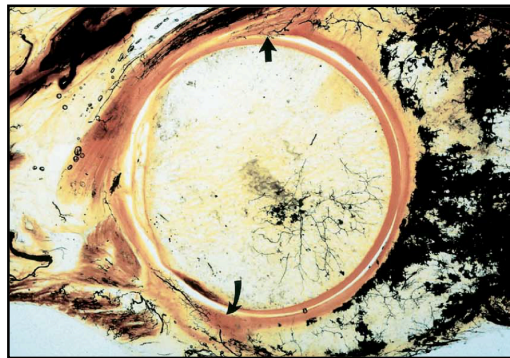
Corte histológico que muestra la presencia de vascularización del labrum acetabular. (Tomado de Kelly BT, Shapiro GS, Digiovanni CW, Buly RL, Potter HG, Hannafin JA. *Vascularity of the hip labrum: a cadaveric investigation. Arthroscopy* 2005;21:3-11).
